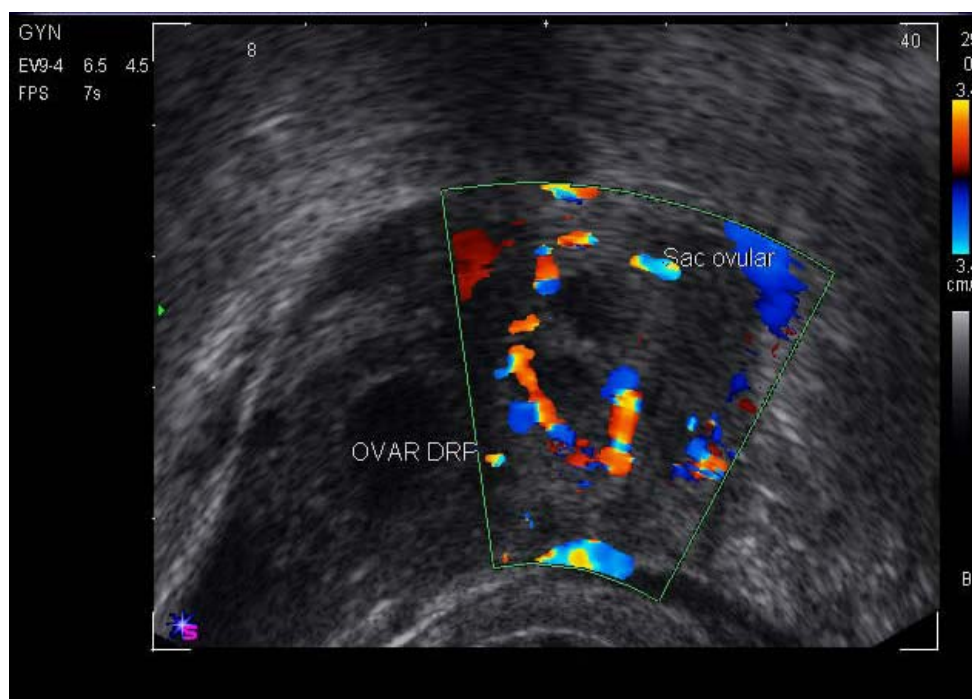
Sac ovular intratubar ampular (dg. complet doar laparoscopic, aici cu săgeată) cu imagine caracteristică de coroană trofoblastică bine vascularizată la exam doppler color . Alături se remarcă ovarul drept cu corp galben, tot cu ecou hipoeogenic central (marcat cu două săgeți)
